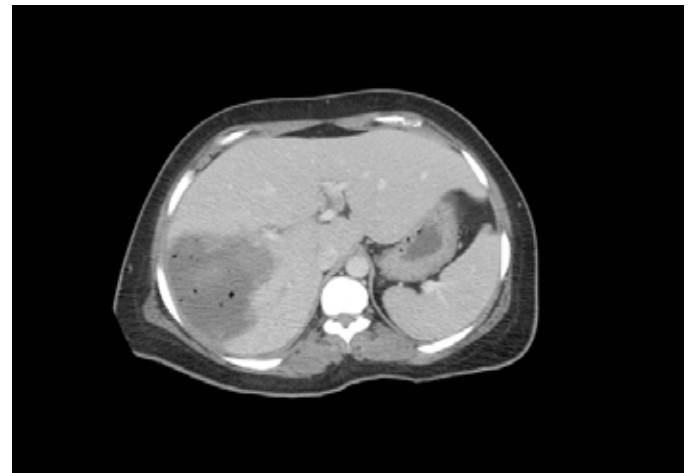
Abscès des organismes producteurs de gaz. La tomodensitométrie (a) illustre un large abcès à faible atténuation avec de nombreux foyers d'air associables à des organismes producteurs de gaz. L'échographie (b) démontre des débris internes et de nombreux foyers échogènes avec des artefacts de réverbération associable aux foyers de gaz observés à la TDM.
